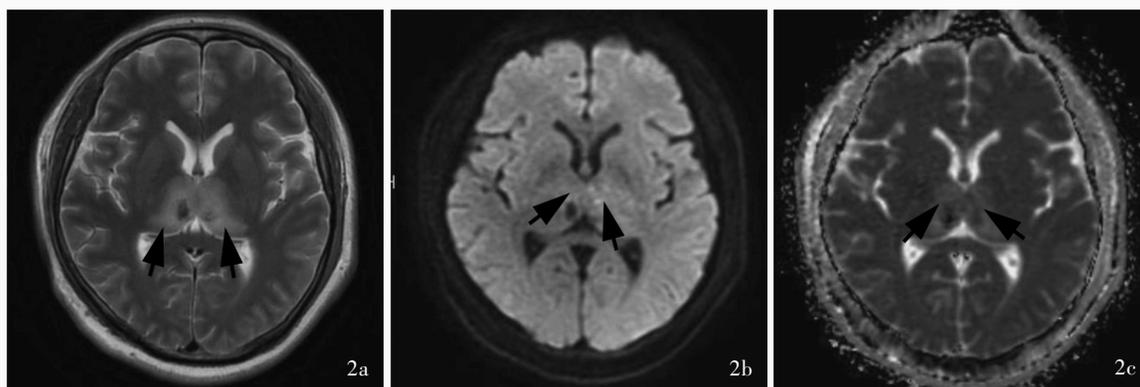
例2头部MRI检查所见 2a 横断面T₂WI显示,双侧丘脑呈高信号影,病变内可见斑片样低信号影(箭头所示) 2b 横断面DWI显示,双侧丘脑低信号影(箭头所示) 2c 横断面ADC显示,双侧丘脑高信号影,其内可见斑片样低信号影(箭头所示)
